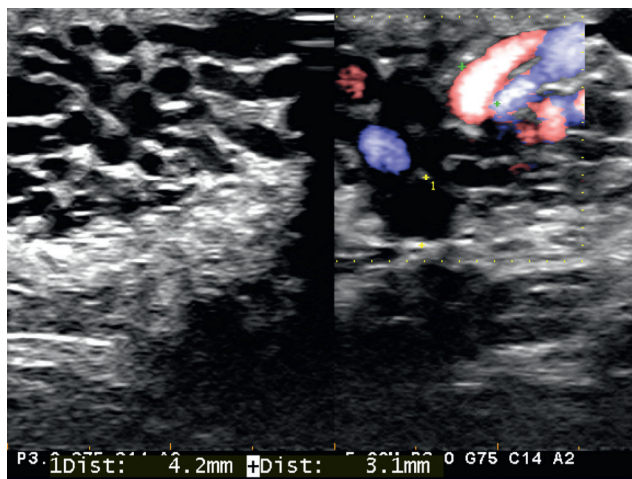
Plexus pampiniforme. Dilatation, reflux en Valsalva, mode B et Doppler mode E-flow.
